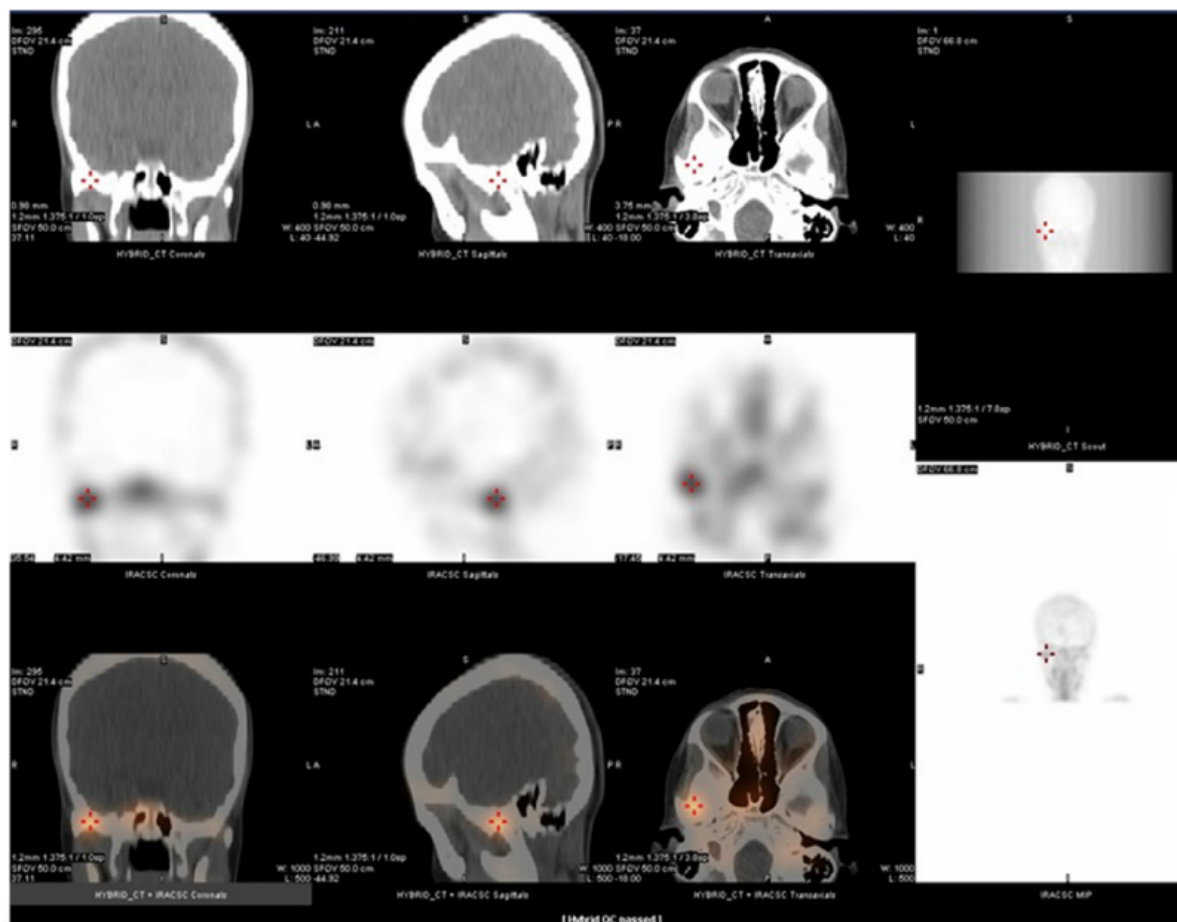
(62): coupes faciales, sagittales et coronales de CBCT (en haut), SPECT au milieu, et fusion SPECT/CT en bas, montrant une hyperfixation du traceur par le condyle droit, par rapport au condyle gauche.
